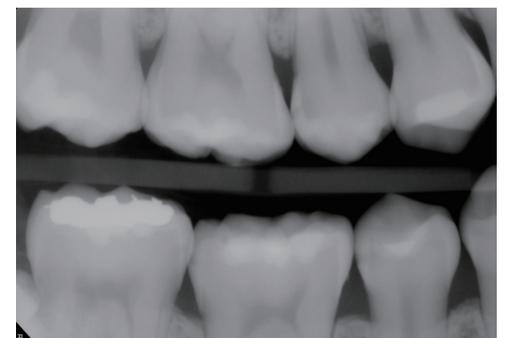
교의방사선 영상에서 오른쪽 상악 제2소구치(#15) 원심면에 인접면 우식이 관찰된다.
